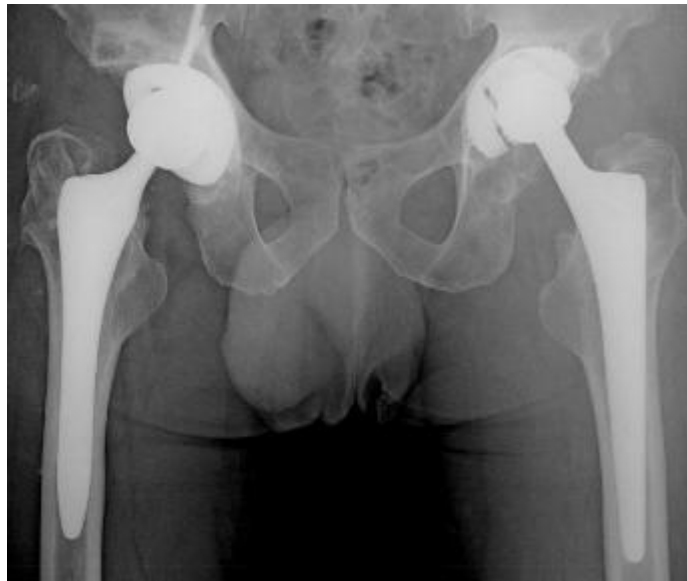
15. Yıl takip sağ kalça ön-arka ve pelvis ön-arka grafisi
